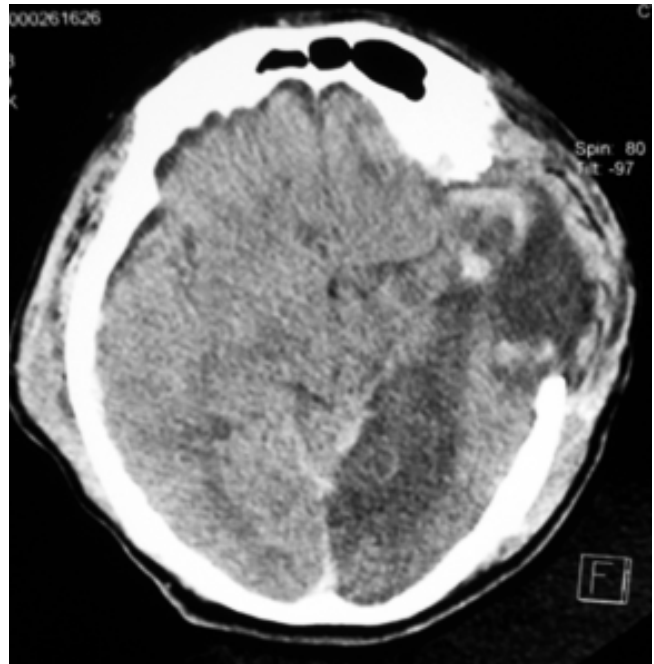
Tomografía axial computada de cráneo en donde se observa área de craniectomía descompresiva, hernia transcalvaria e infarto hemisférico izquierdo extenso.
